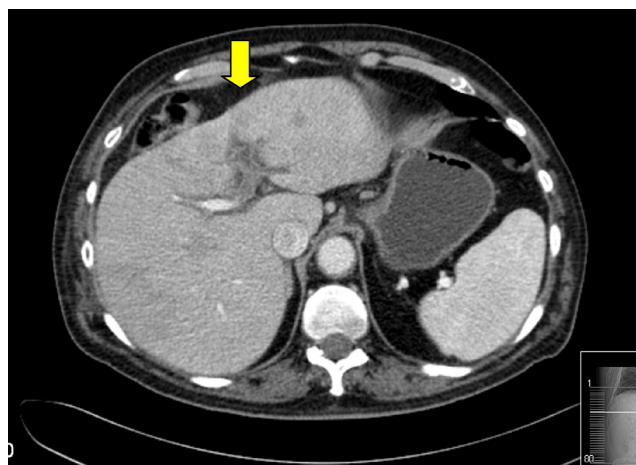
Tomografía computada abdominal en la que se señala con flecha blanca trombosis de la vena porta izquierda, secundaria a colecistitis aguda litiásica.
